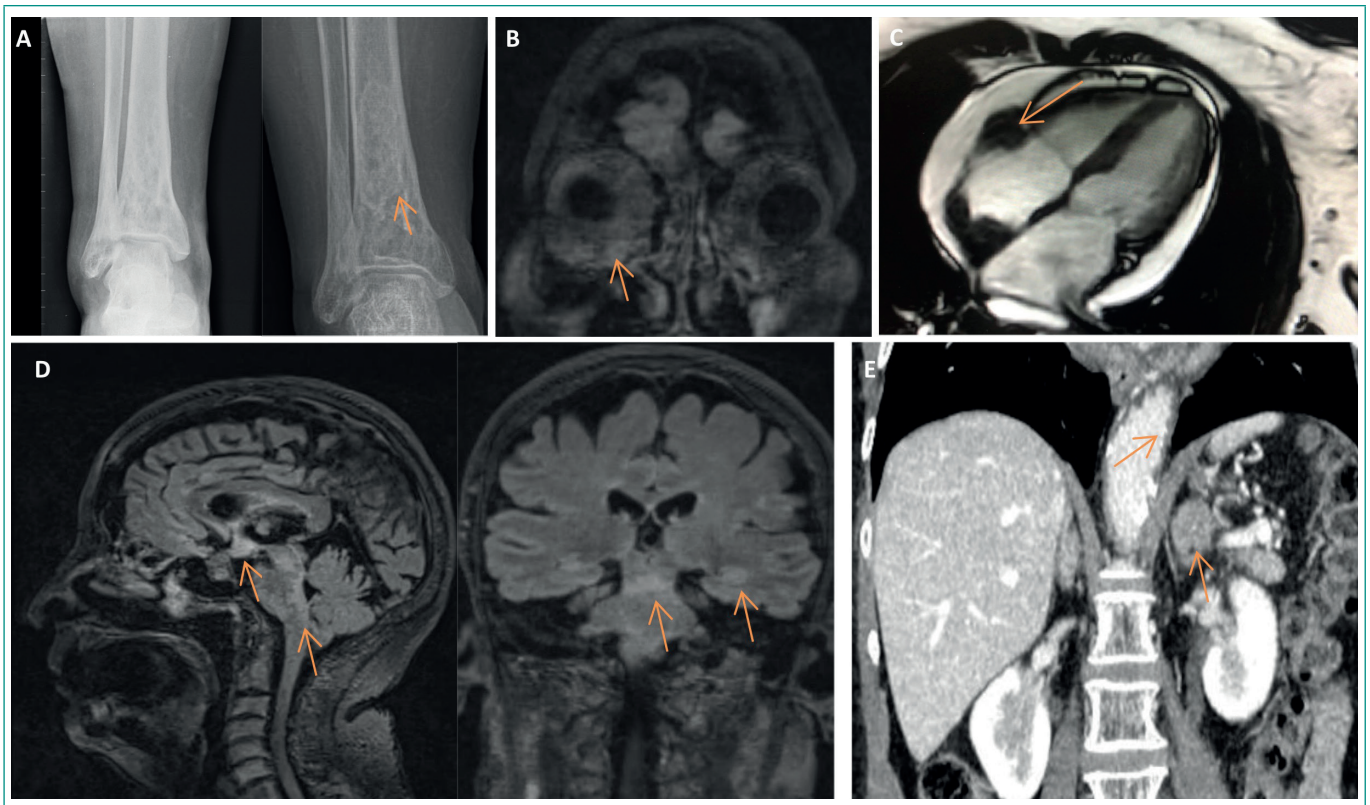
A: Radiografía de tobillos con evolución de las lesiones óseas (año 2016 - año 2022). B: RMN cerebral: infiltrado retroorbitario bilateral. C: RMN cardíaca: masa auricular. D: RMN cerebral: infiltrado hipofisario y lesiones con hipercaptación periventricular en mesencéfalo, ambos lóbulos temporales y tronco del encéfalo. E: TAC toraco-abdomino-pélvico: tejido blando envolviendo aorta torácica y engrosamiento nodular suprarrenal izquierdo.
